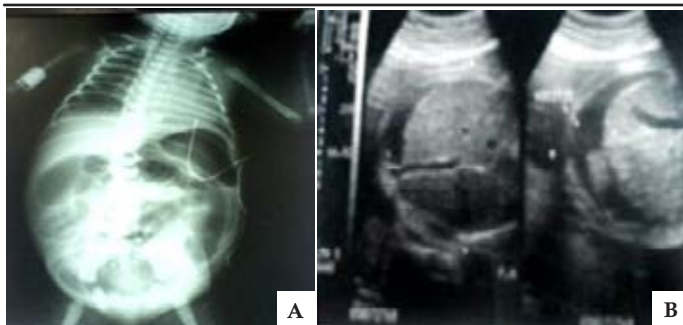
A. Peritonitis meconial quística, B. USG prenatal con peritonitis meconial quística.
